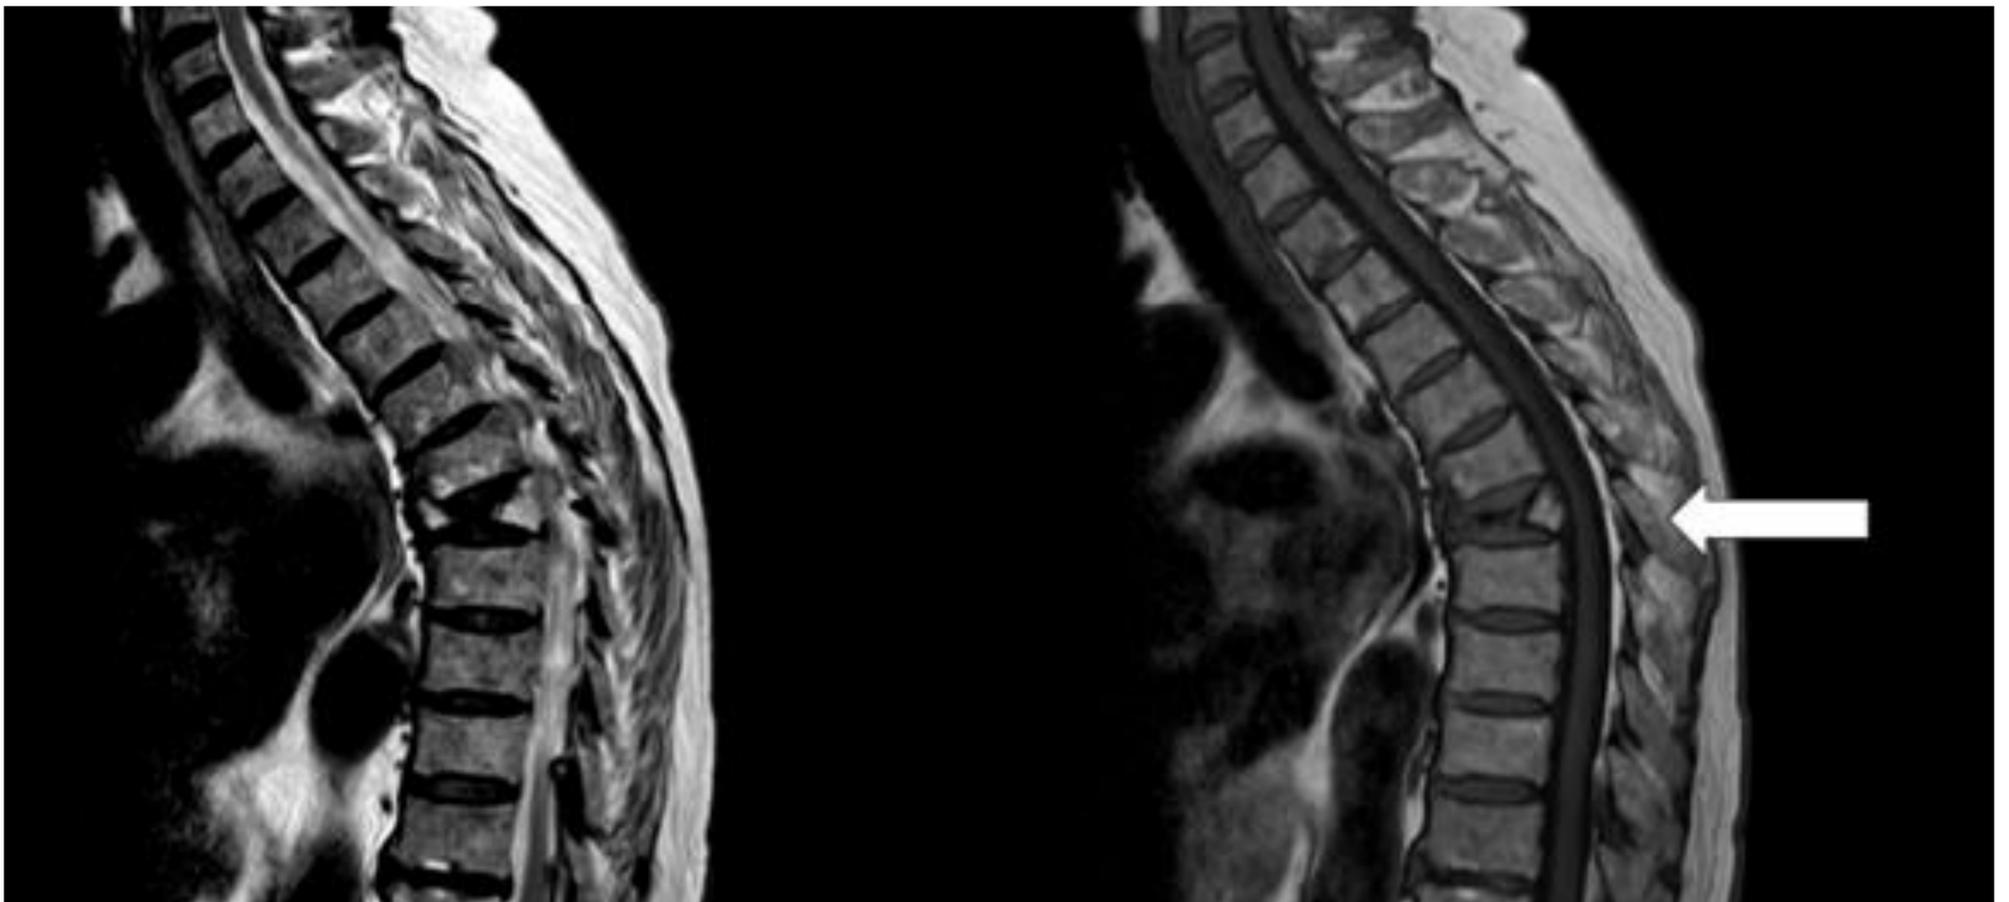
Imágenes sagitales de RM dorsal en T2 izquierda y T1 derecha. Vértebra plana a nivel de T7 con cambios agudos y sin alteración del muro posterior ni del canal medular.
